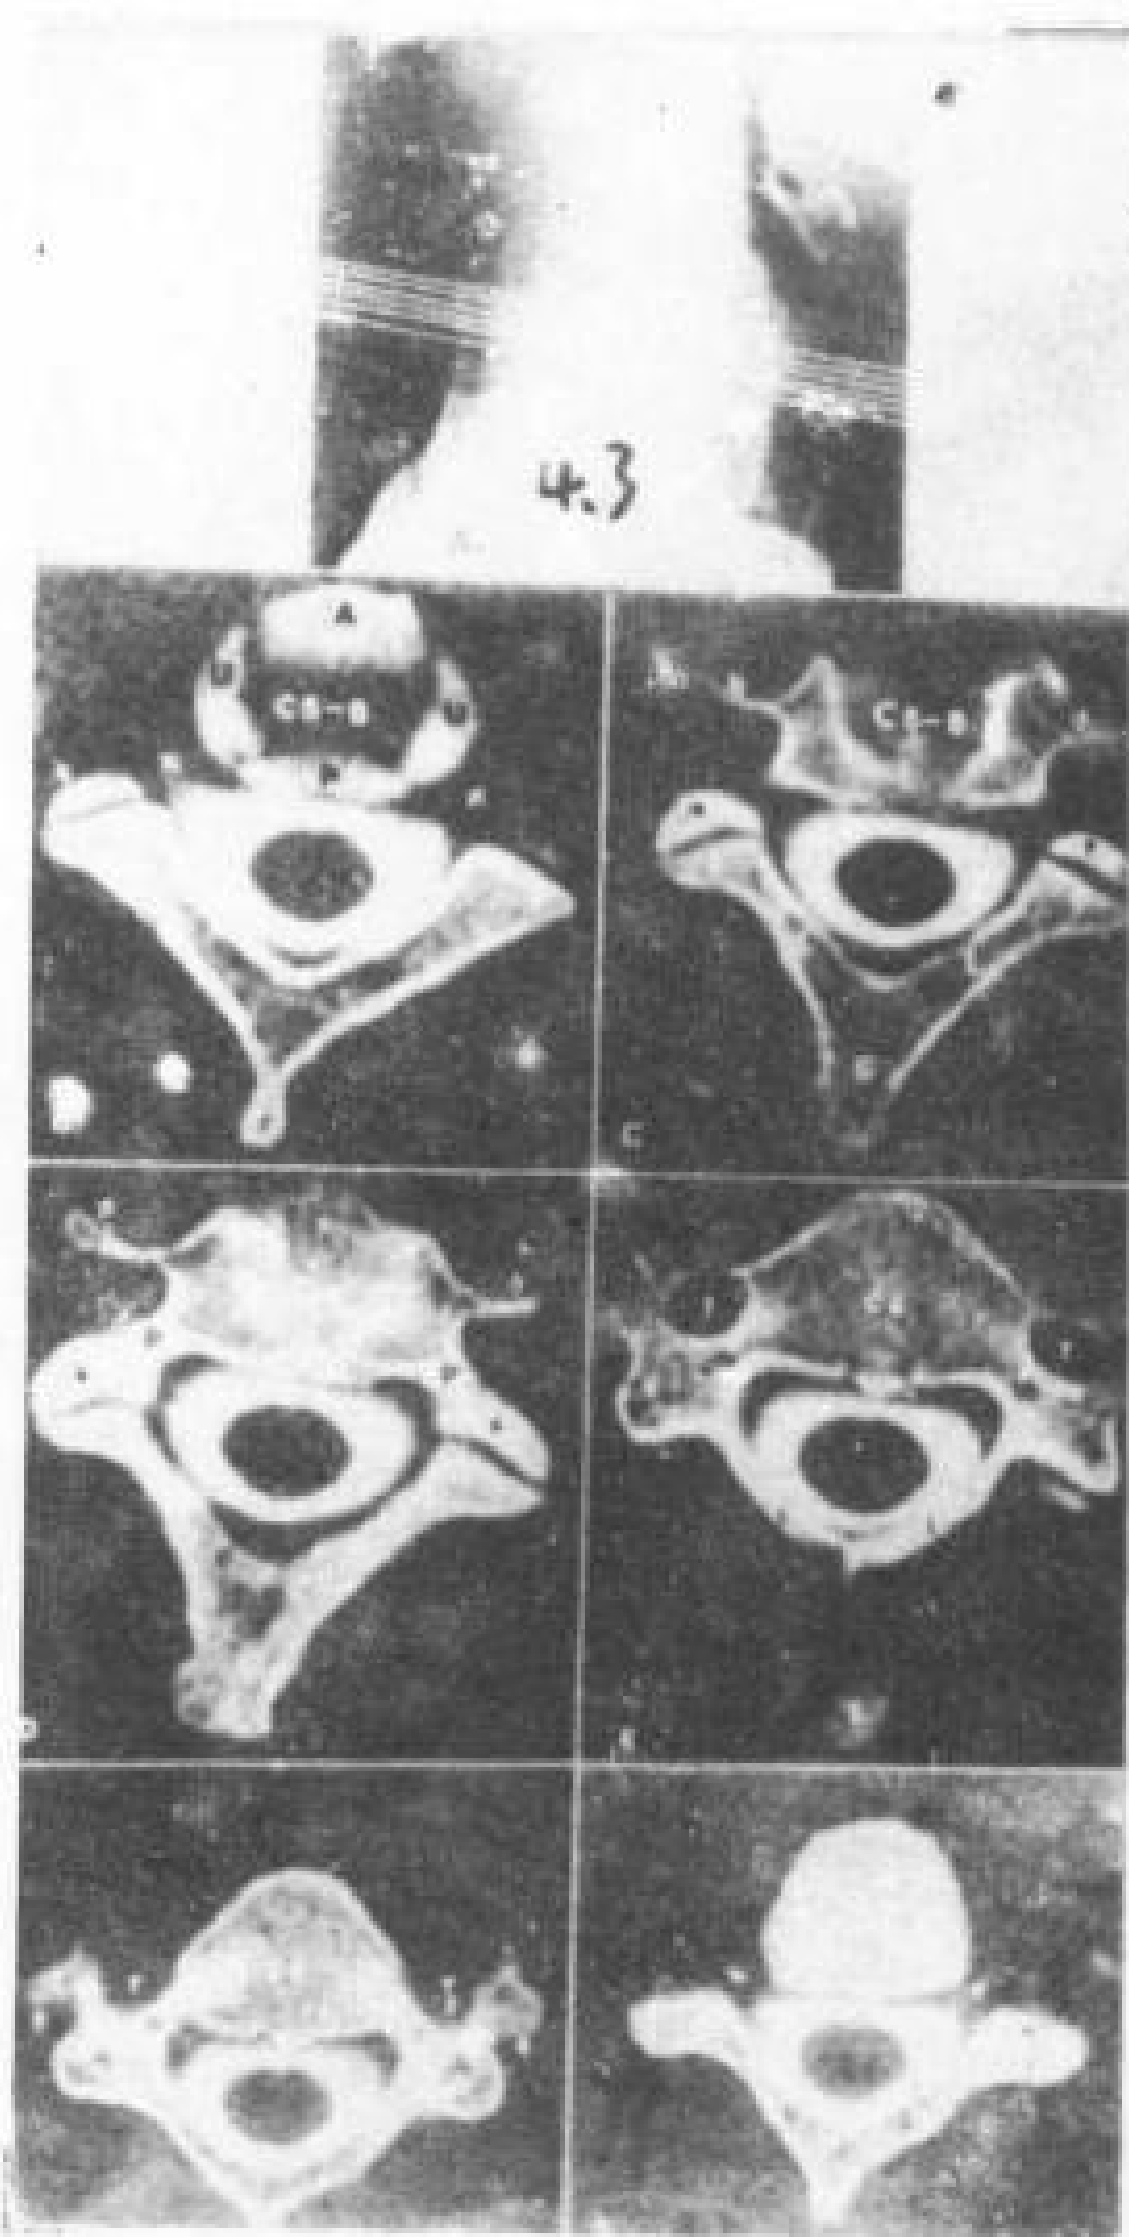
颈椎连续 CT 扫描，层厚 1.5mm。
